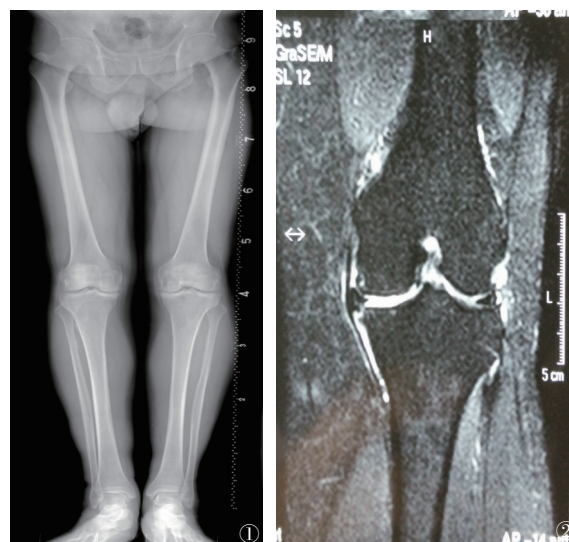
男性,63岁,膝关节骨关节炎合并半月板损伤双侧下肢全长X线 图2 女性,58岁,合并内侧间室病变的膝关节骨关节炎MRI
